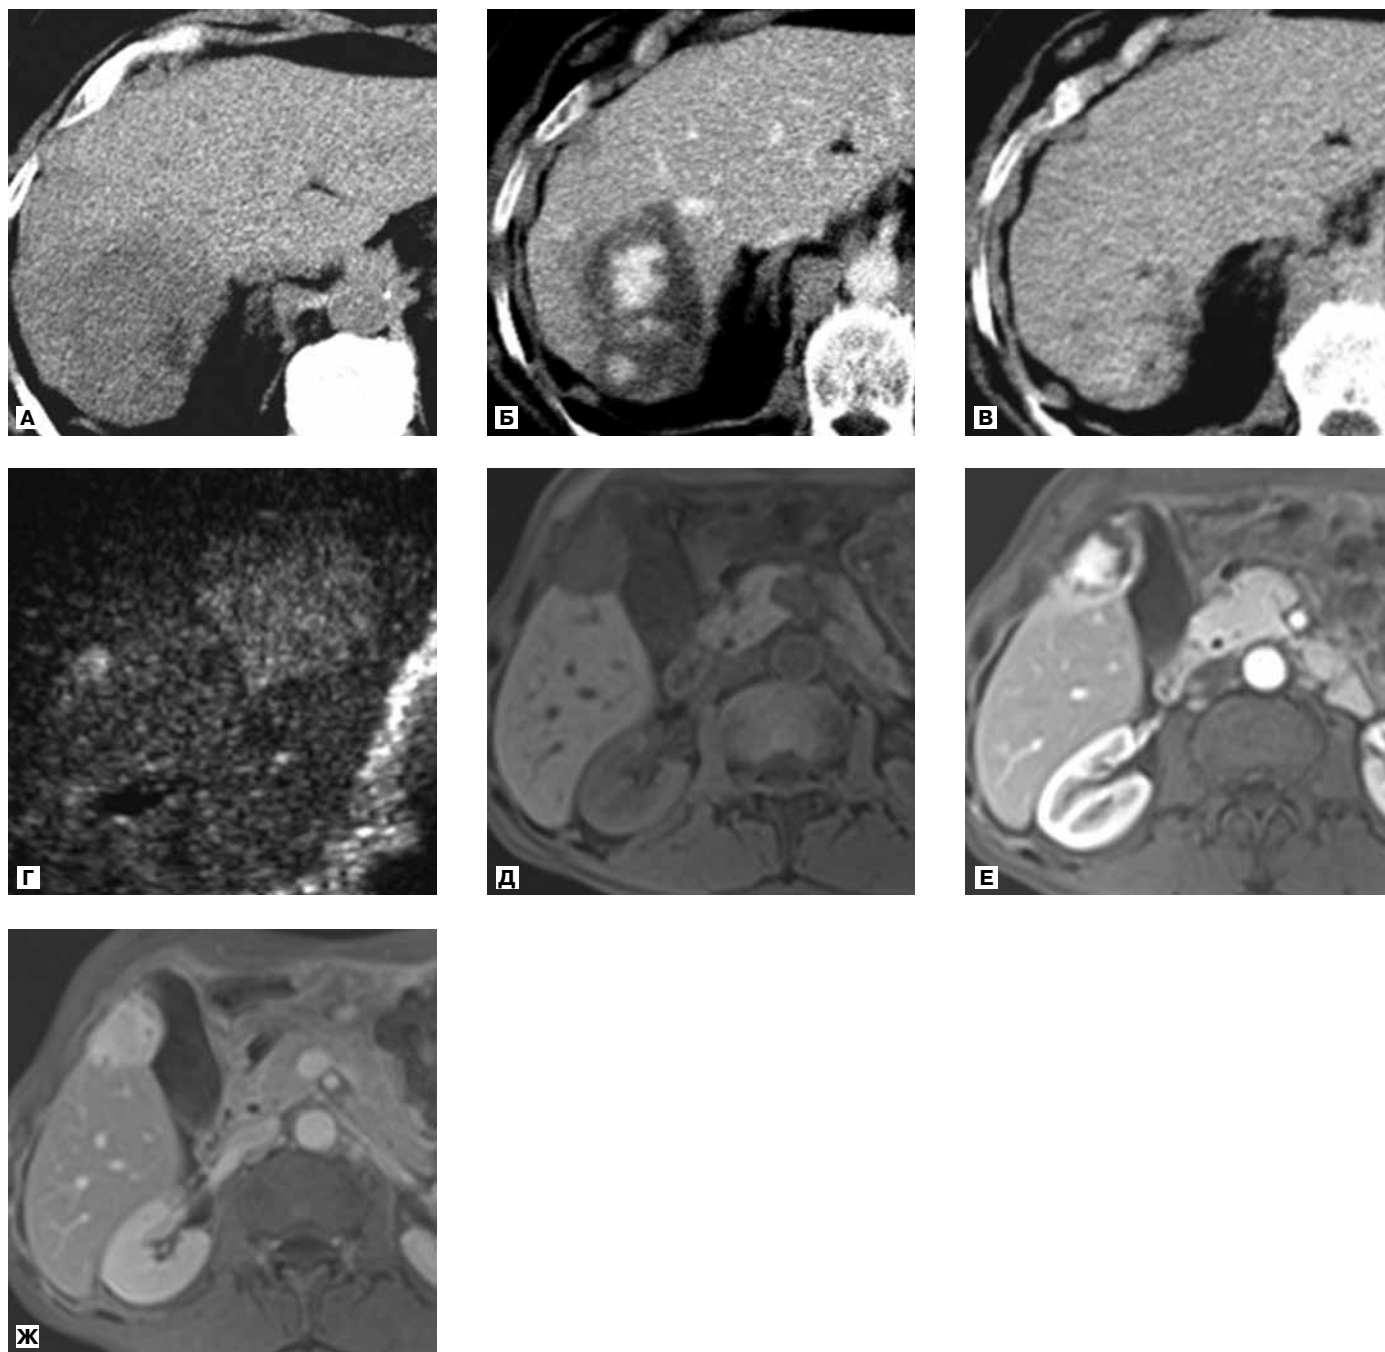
Аксиальные компьютерные и МР-томограммы брюшной полости пациентов с атипичным характером контрастирования гемангиом печени.
